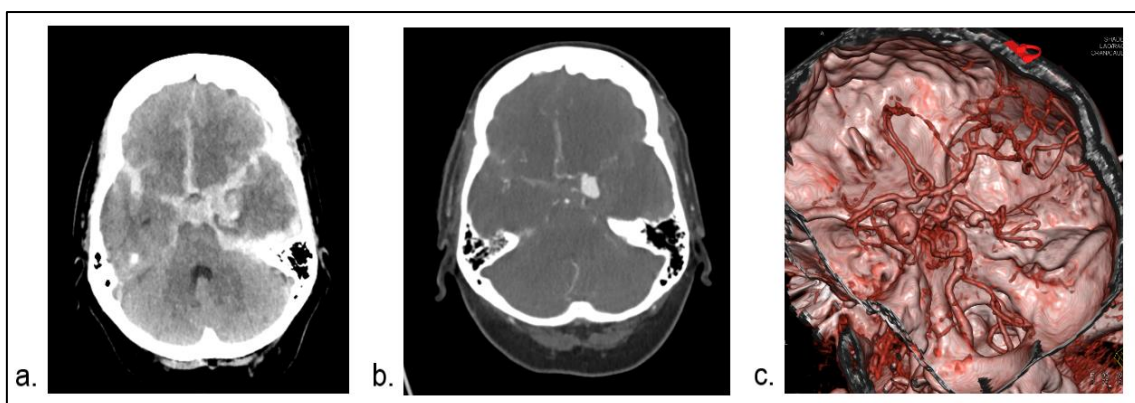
a. cerebrale Computertomographie kurz nach einer Subarachnoidalblutung. Das Blut in den basalen Zisternen, der Sylvischen Fissur links und dem Interhemisphärenspalt stellt sich hyperdens dar. b. CT- Angiographie axial: rupturiertes Aneurysma der A. cerebri media links. c. Aneurysma in der 3D-Rekonstruktion der CT-Angiographie. Mit freundlicher Genehmigung, Prof. Dr. med. T. Westermaier, Würzburg.
